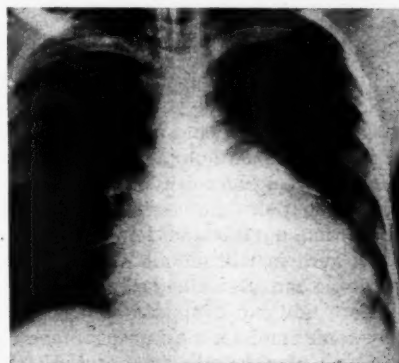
Röntgenbild einer chronischen Chagaskardiopathie mit Hypertrophie und mächtiger Dilatation des Herzens und Megaösophagus
